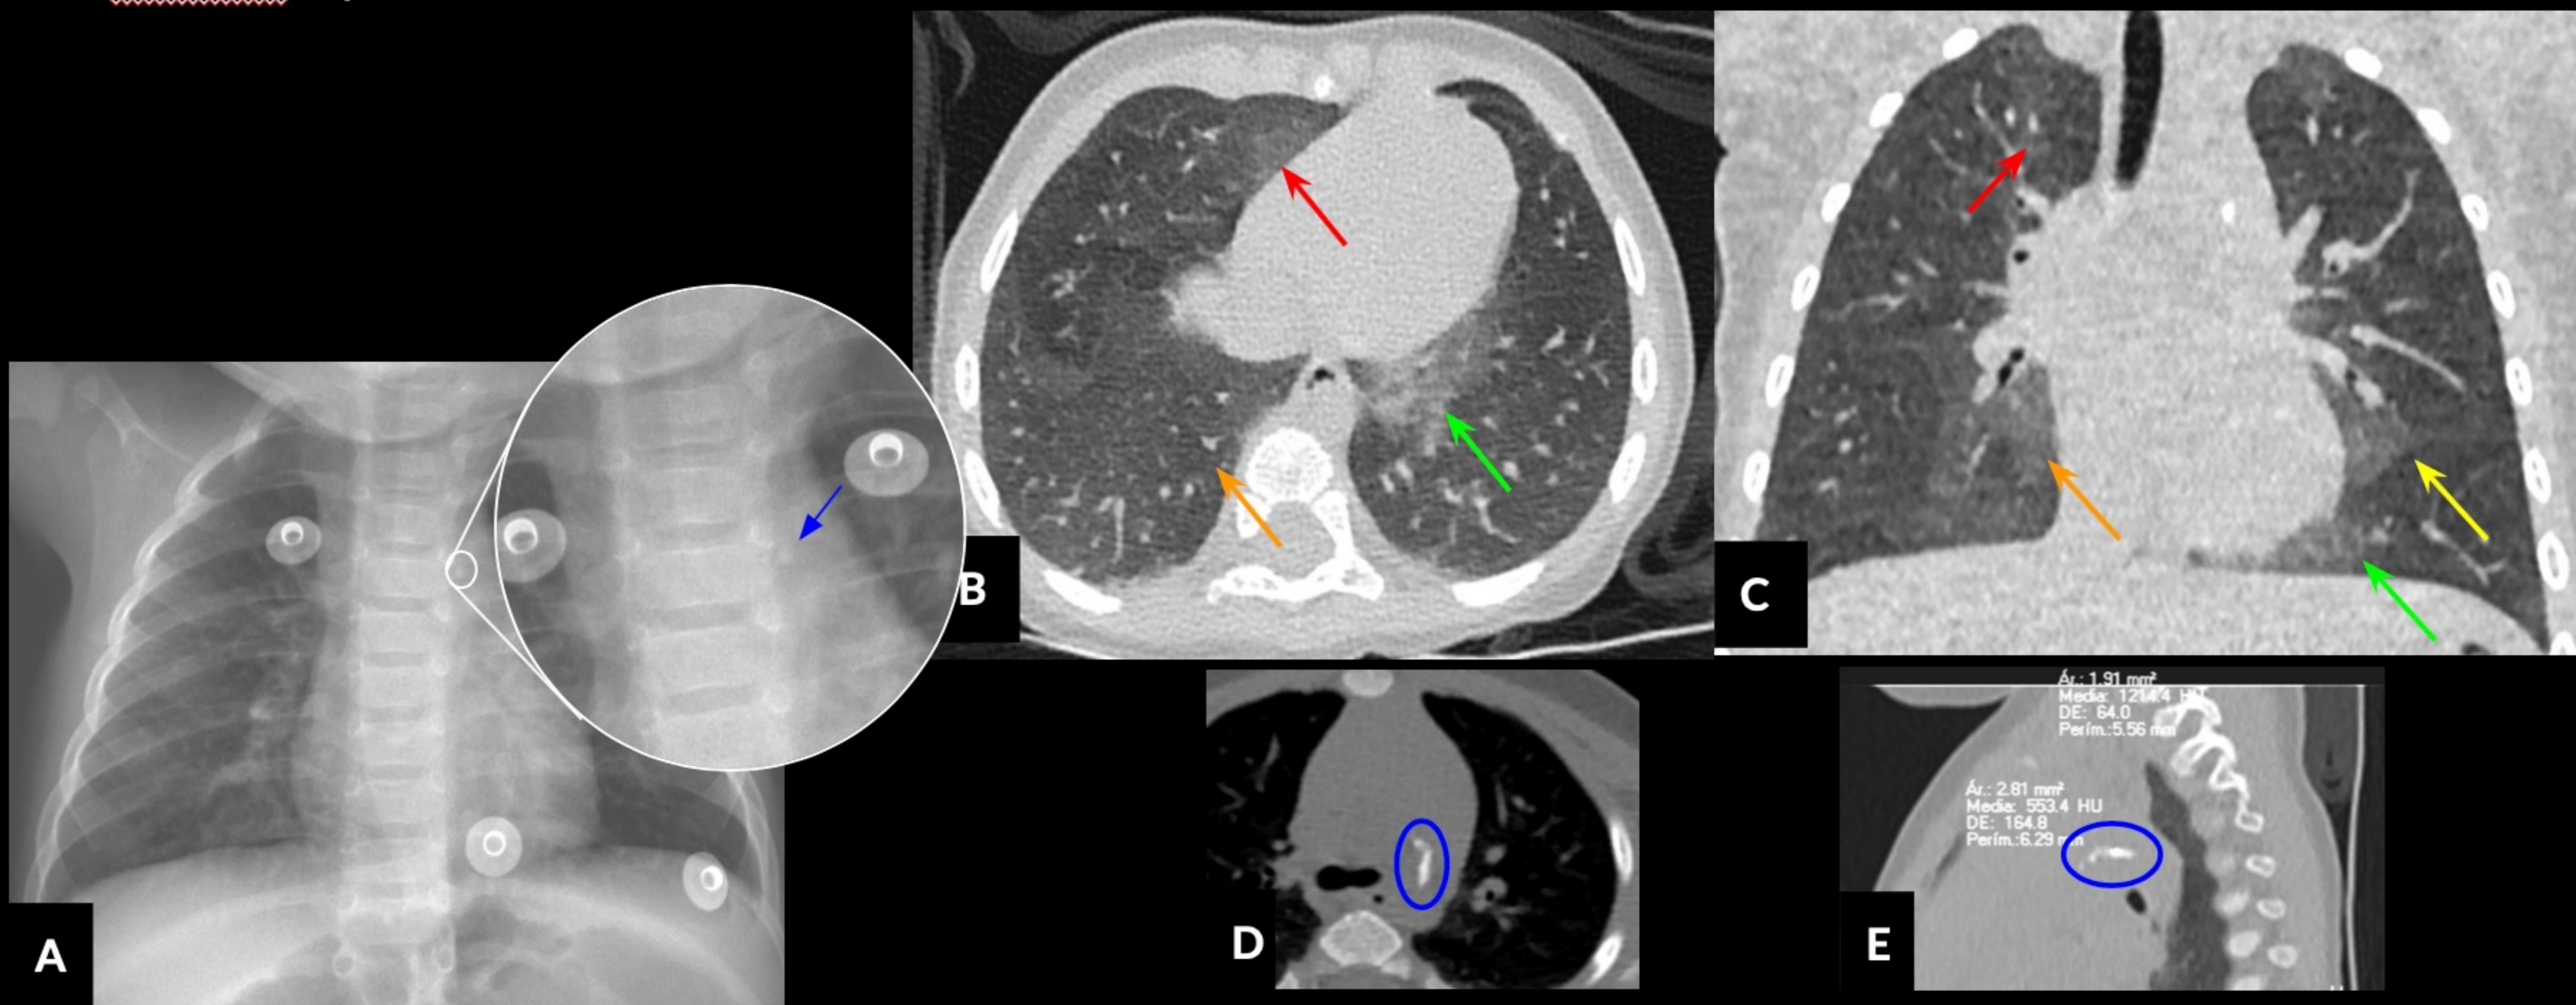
A. Radiografía de tórax. Proyección anteroposterior. Hiperinsuflación pulmonar. Incidentalmente, aumento focal de la densidad a nivel paramediastínico izquierdo coincidente con la calcificación del ductus arterioso visualizada en la TC (flecha azul). TC torácica de alta resolución. B. Imagen axial que muestra opacificación parcheada en vidrio deslustrado que afecta al lóbulo superior derecho (flecha roja), lóbulo medio derecho (flecha azul claro), lóbulo inferior derecho (flecha naranja) y lóbulo inferior izquierdo (flecha verde) y llingula (flecha amarilla). C. Imagen coronal. Las opacidades en vidrio deslustrado también son predominantemente centrales (flechas). D. Imagen axial que muestra calcificación del conducto arterioso (círculo azul). E. Imagen sagital que muestra calcificación del conducto arterioso (círculo azul).
